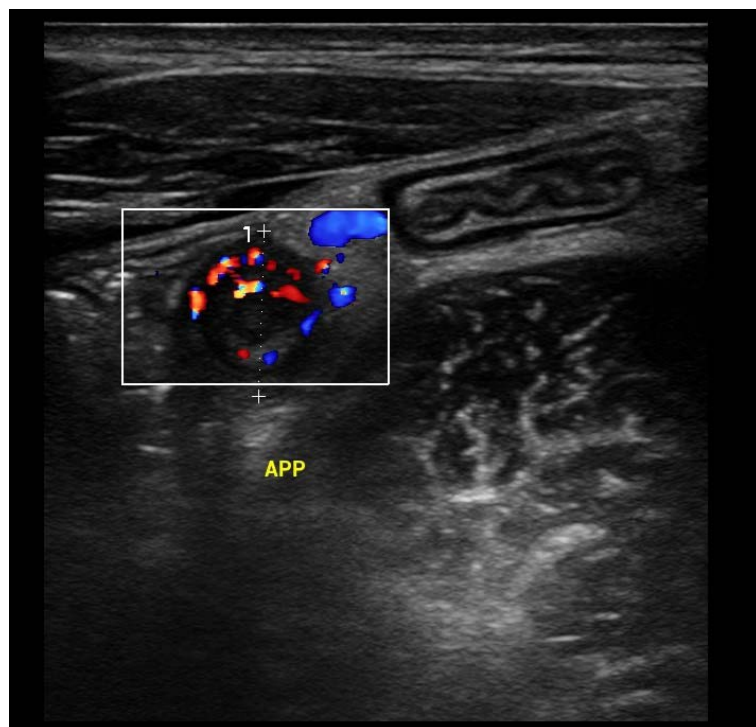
Image échographique du service de chirurgie pédiatrique de l'hôpital Hassan II montrant Coupe transversale d'appendice mesurant 9,5mm hypervascularisé en doppler
